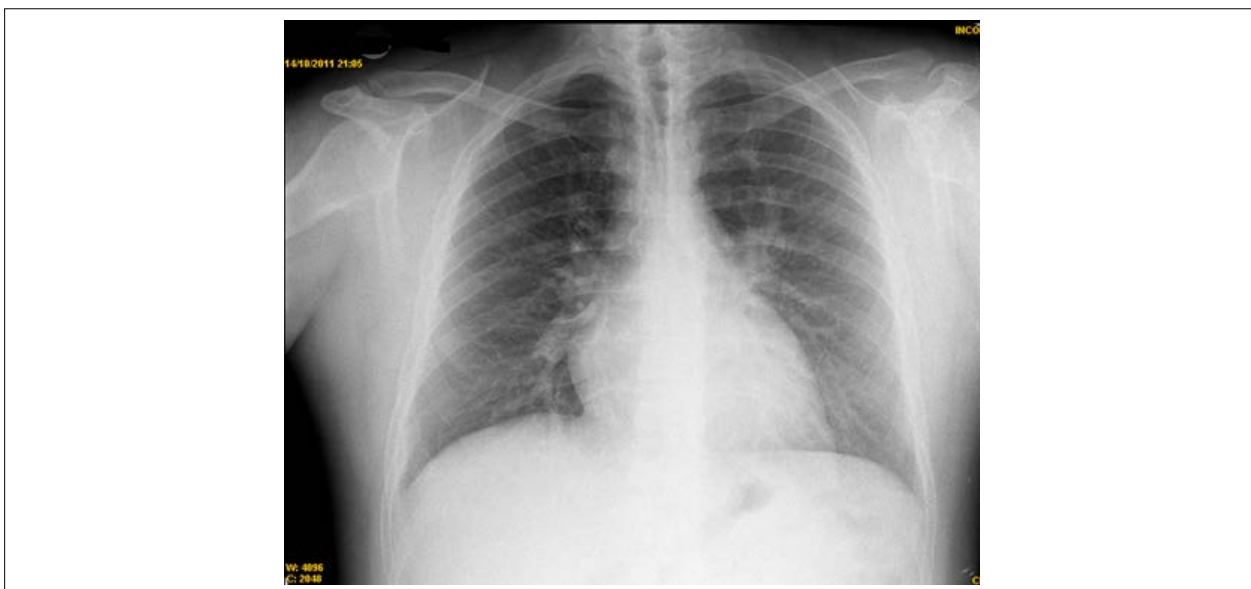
Radiografia de tórax em PA: normal
